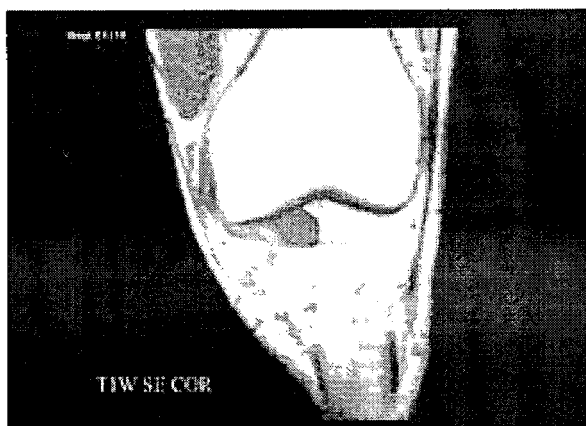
This is MRI finding on tenosynovial giant cell tumor in 32 year old male patients. This is coronary T1 weighted signal intensity. Low signal well demarked round lesion is visualized.
